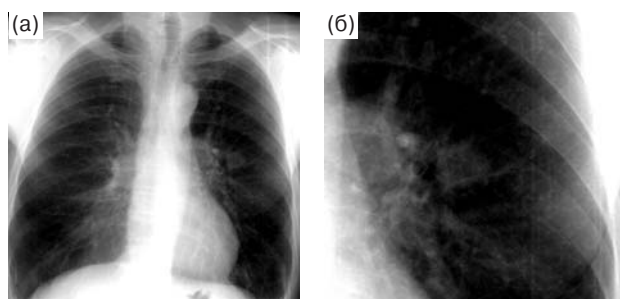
Цифровая рентгенограмма органов грудной полости в прямой проекции (а) и увеличенный фрагмент той же рентгенограммы (б). Периферический рак нижней доли левого легкого.
